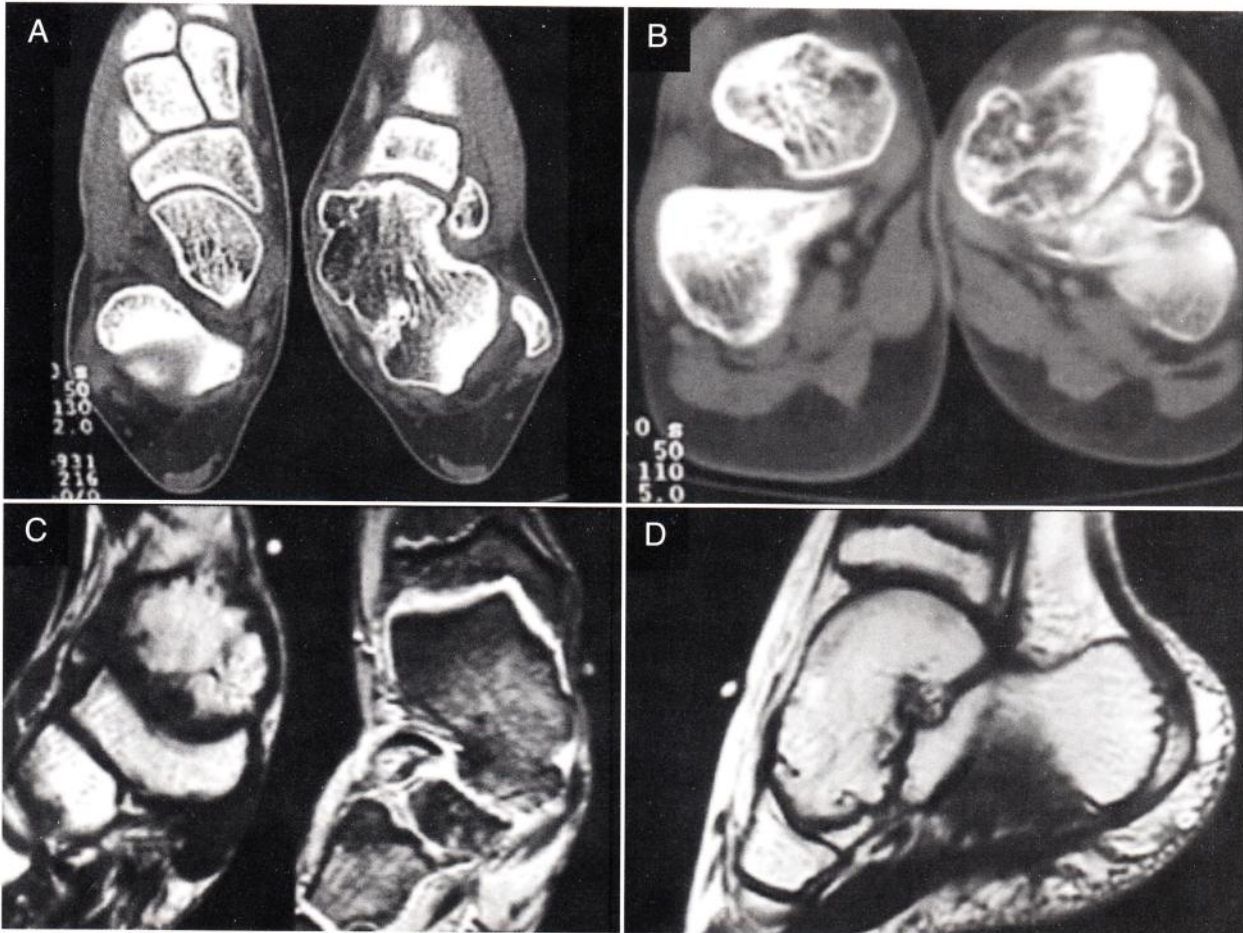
Imagens de TAC e RM do pé esquerdo da paciente - A deformação grosseira da cabeça e colo do talo produzem assimetria e irregularidades nas superfícies articulares o que justifica o achado clínico de bloqueio da mobilidade do retro pé. O sinal da região alterada, nas derivações da RM, apontam para tecido com características compatíveis com osso e cartilagem semelhantes à normal.
